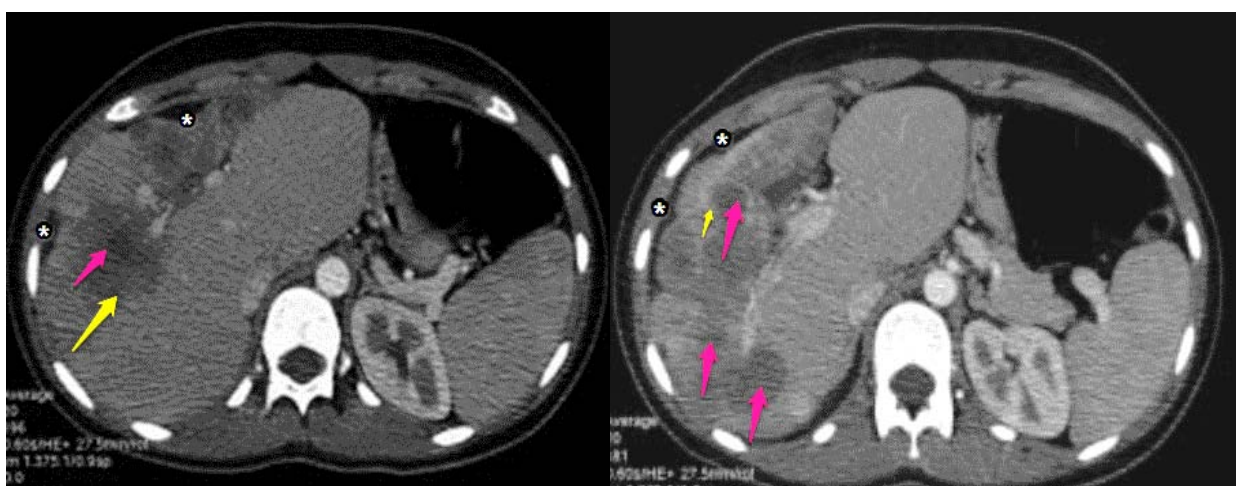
TDM abdominale chez une fille de 16 ans, avec injection de produit de contraste mettant en évidence les lésions hépatiques hypodenses (flèche rouge) confluentes discrètement rehaussées en périphérie (flèche jaune) de même que la rétraction capsulaire (étoile) et l'hypertrophie compensatrice du foie sain avec déformation des contours du foie [50].
